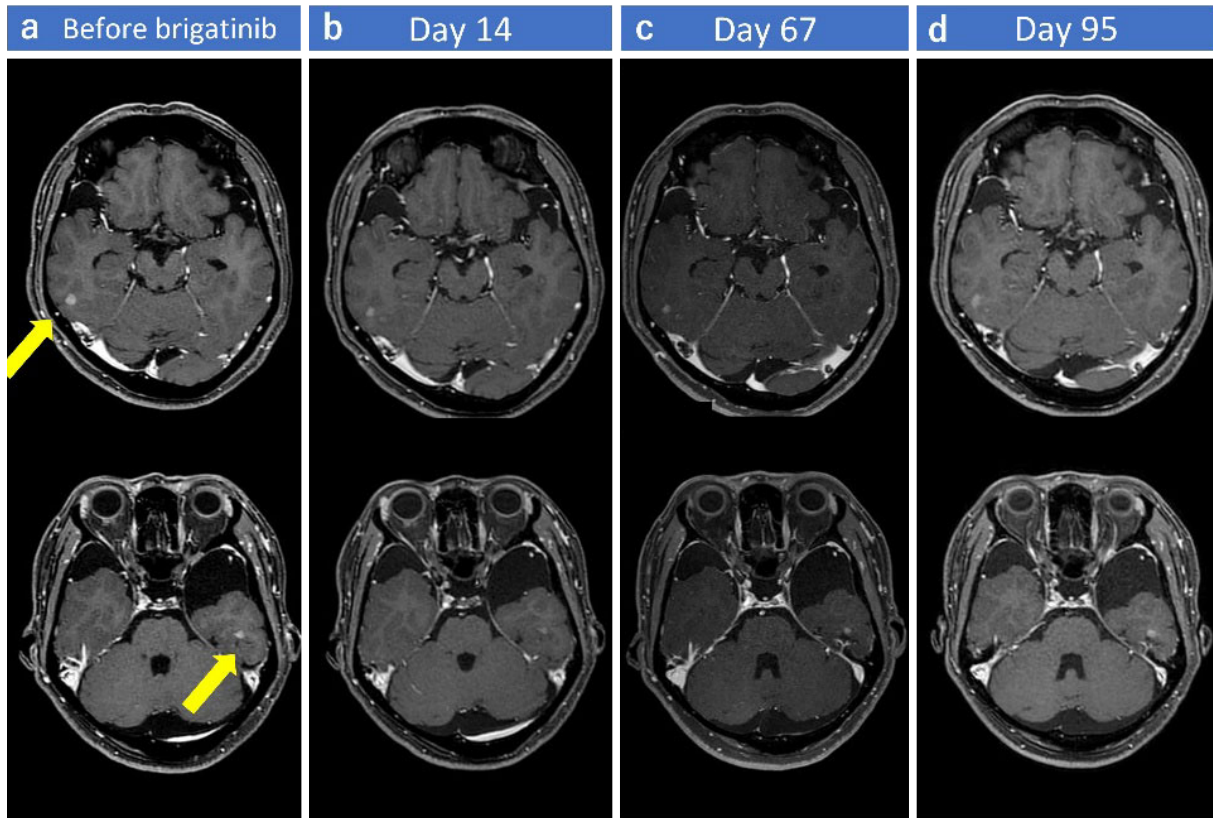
Contrast-enhanced MRI before treatment with brigatinib shows brain metastases in both temporal lobes (arrows, a). These lesions decreased in size after brigatinib administration (b, c) but increased again 95 days after administration (d).
